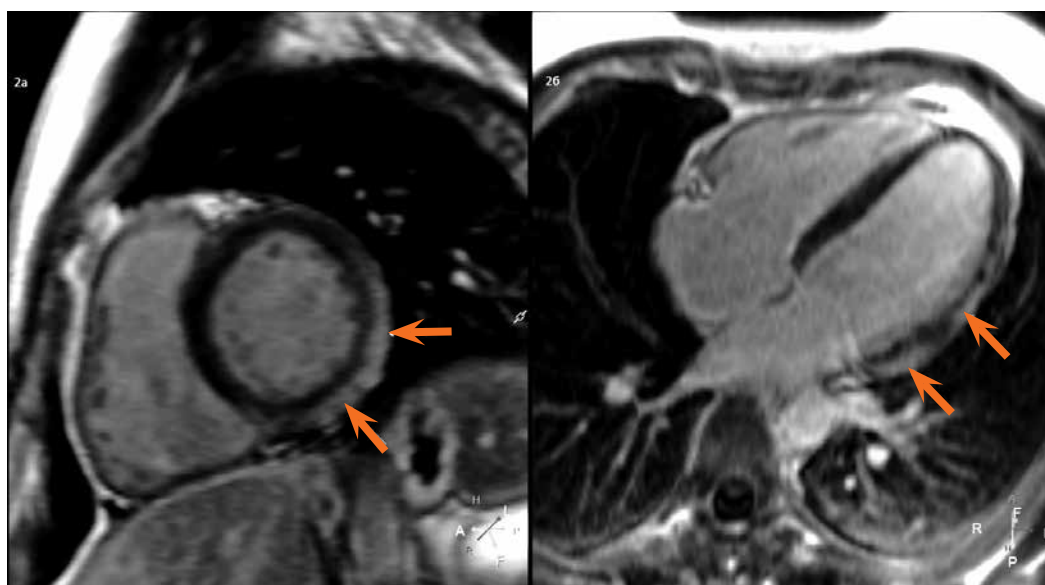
МРТ сердца. Последовательность с отсроченным контрастированием: а – короткая ось сердца, б – четырехкамерная ось сердца. Стрелками указано субэпикардальное накопление контрастного препарата миокардом ниже-боковой стенками левого желудочка
